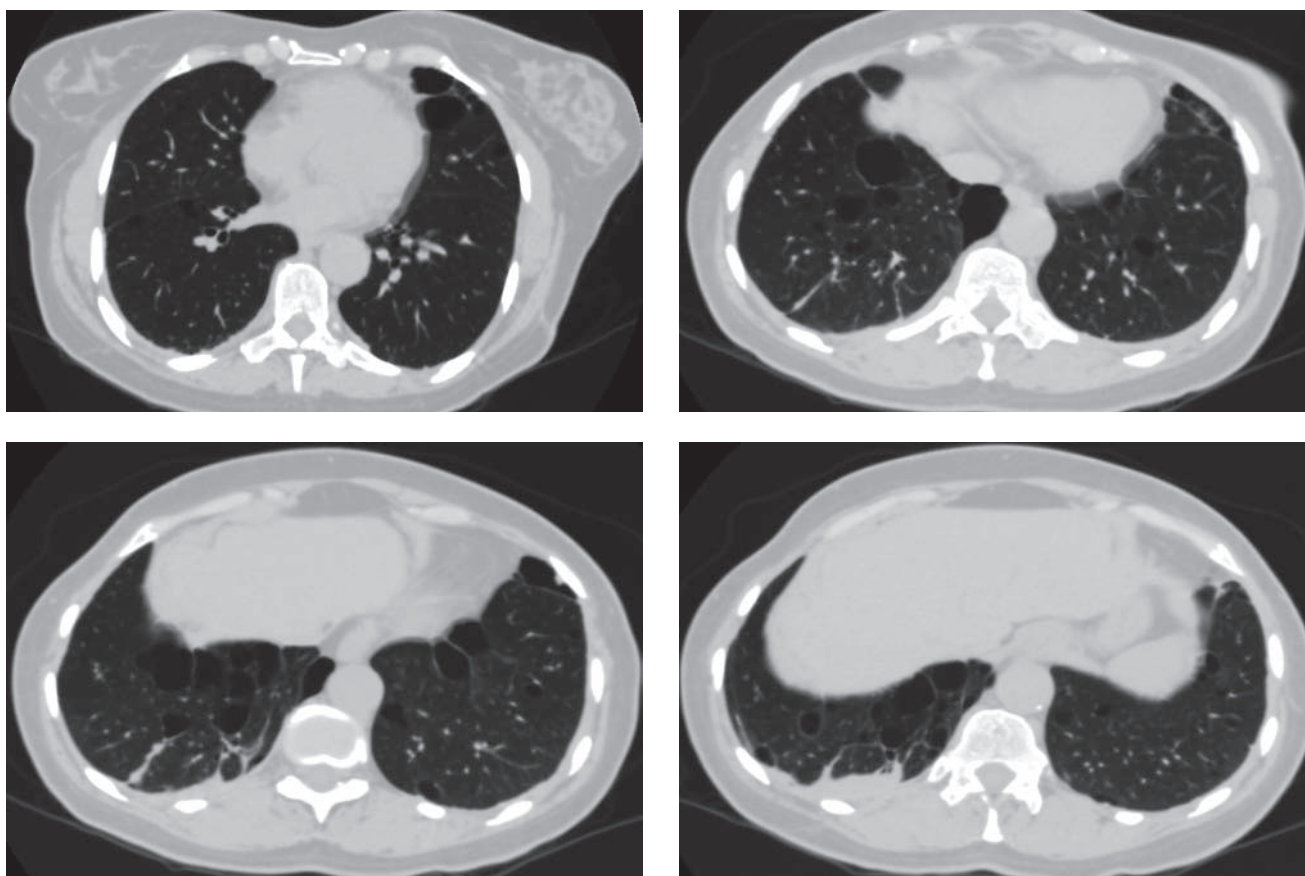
Клиническое наблюдение № 1. Компьютерная томограмма высокого разрешения легких пациентки К.
